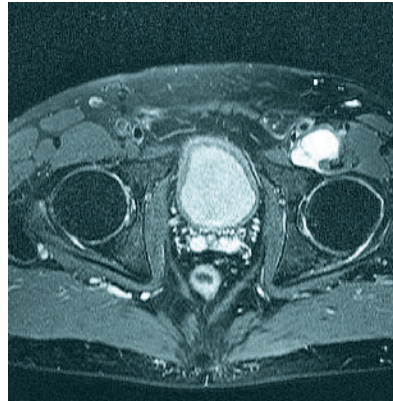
Ungekammerte iliopectineale Bursitis ventral der Hüfte im MRT
